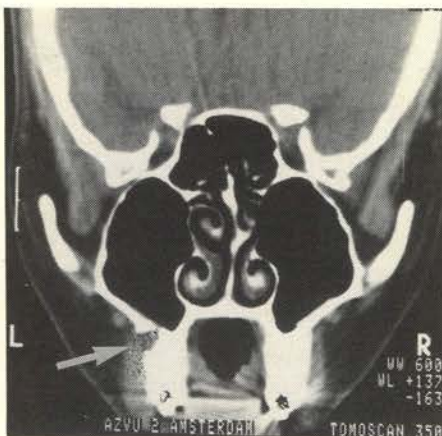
Transversale CT-scan-opname toont een botdefect in de linker wand van de sinus maxillaris.
